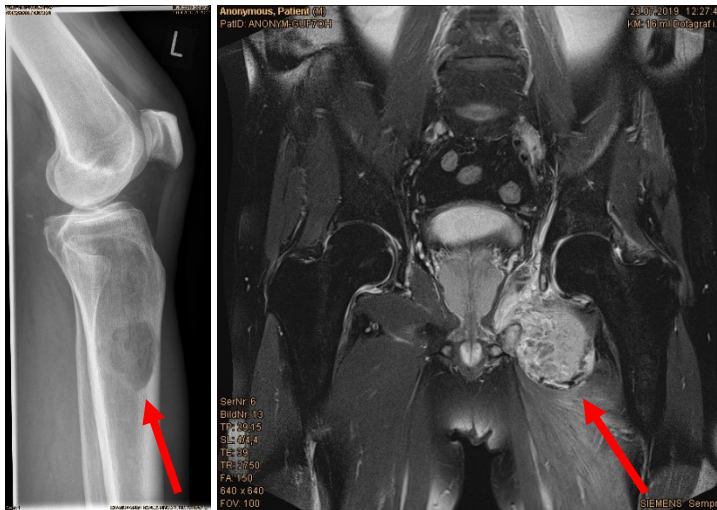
Links: Röntgenaufnahme des Kniegelenks mit proximalem Anteil des Unterschenkels, das eine osteolytische Knochenmetastase der distalen Tibia eines Nierenzellkarzinoms zeigt. Rechts: Coronalare Schnittebene einer Magnetresonanztomographie des Beckens und der Hüfte, die eine Knochenmetastase des Beckens eines Urothelkarzinoms zeigt. Mit freundlicher Genehmigung des König-Ludwig-Hauses, Würzburg.
